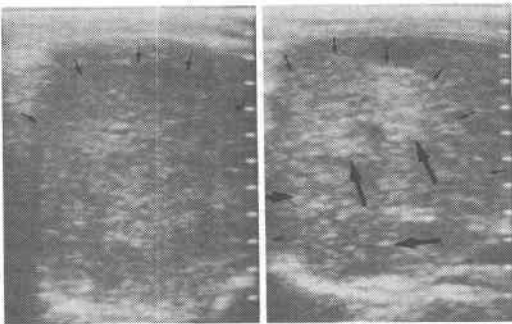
投与前の超音波像および投与後の超音波像と腹部単純 X-P 像～投与後の高エコーについて～
